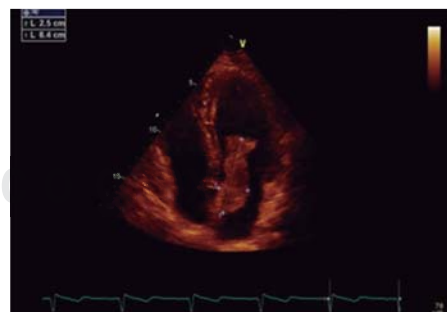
Ecocardiograma transtorácico que muestra masa intracardiaca compatible con mixoma auricular izquierdo de 6.4×2.5 cm, morfología coliforme con superficie irregular, que protruye hacia el tracto de entrada del VI, sin condicionar obstrucción o insuficiencia valvular mitral.
